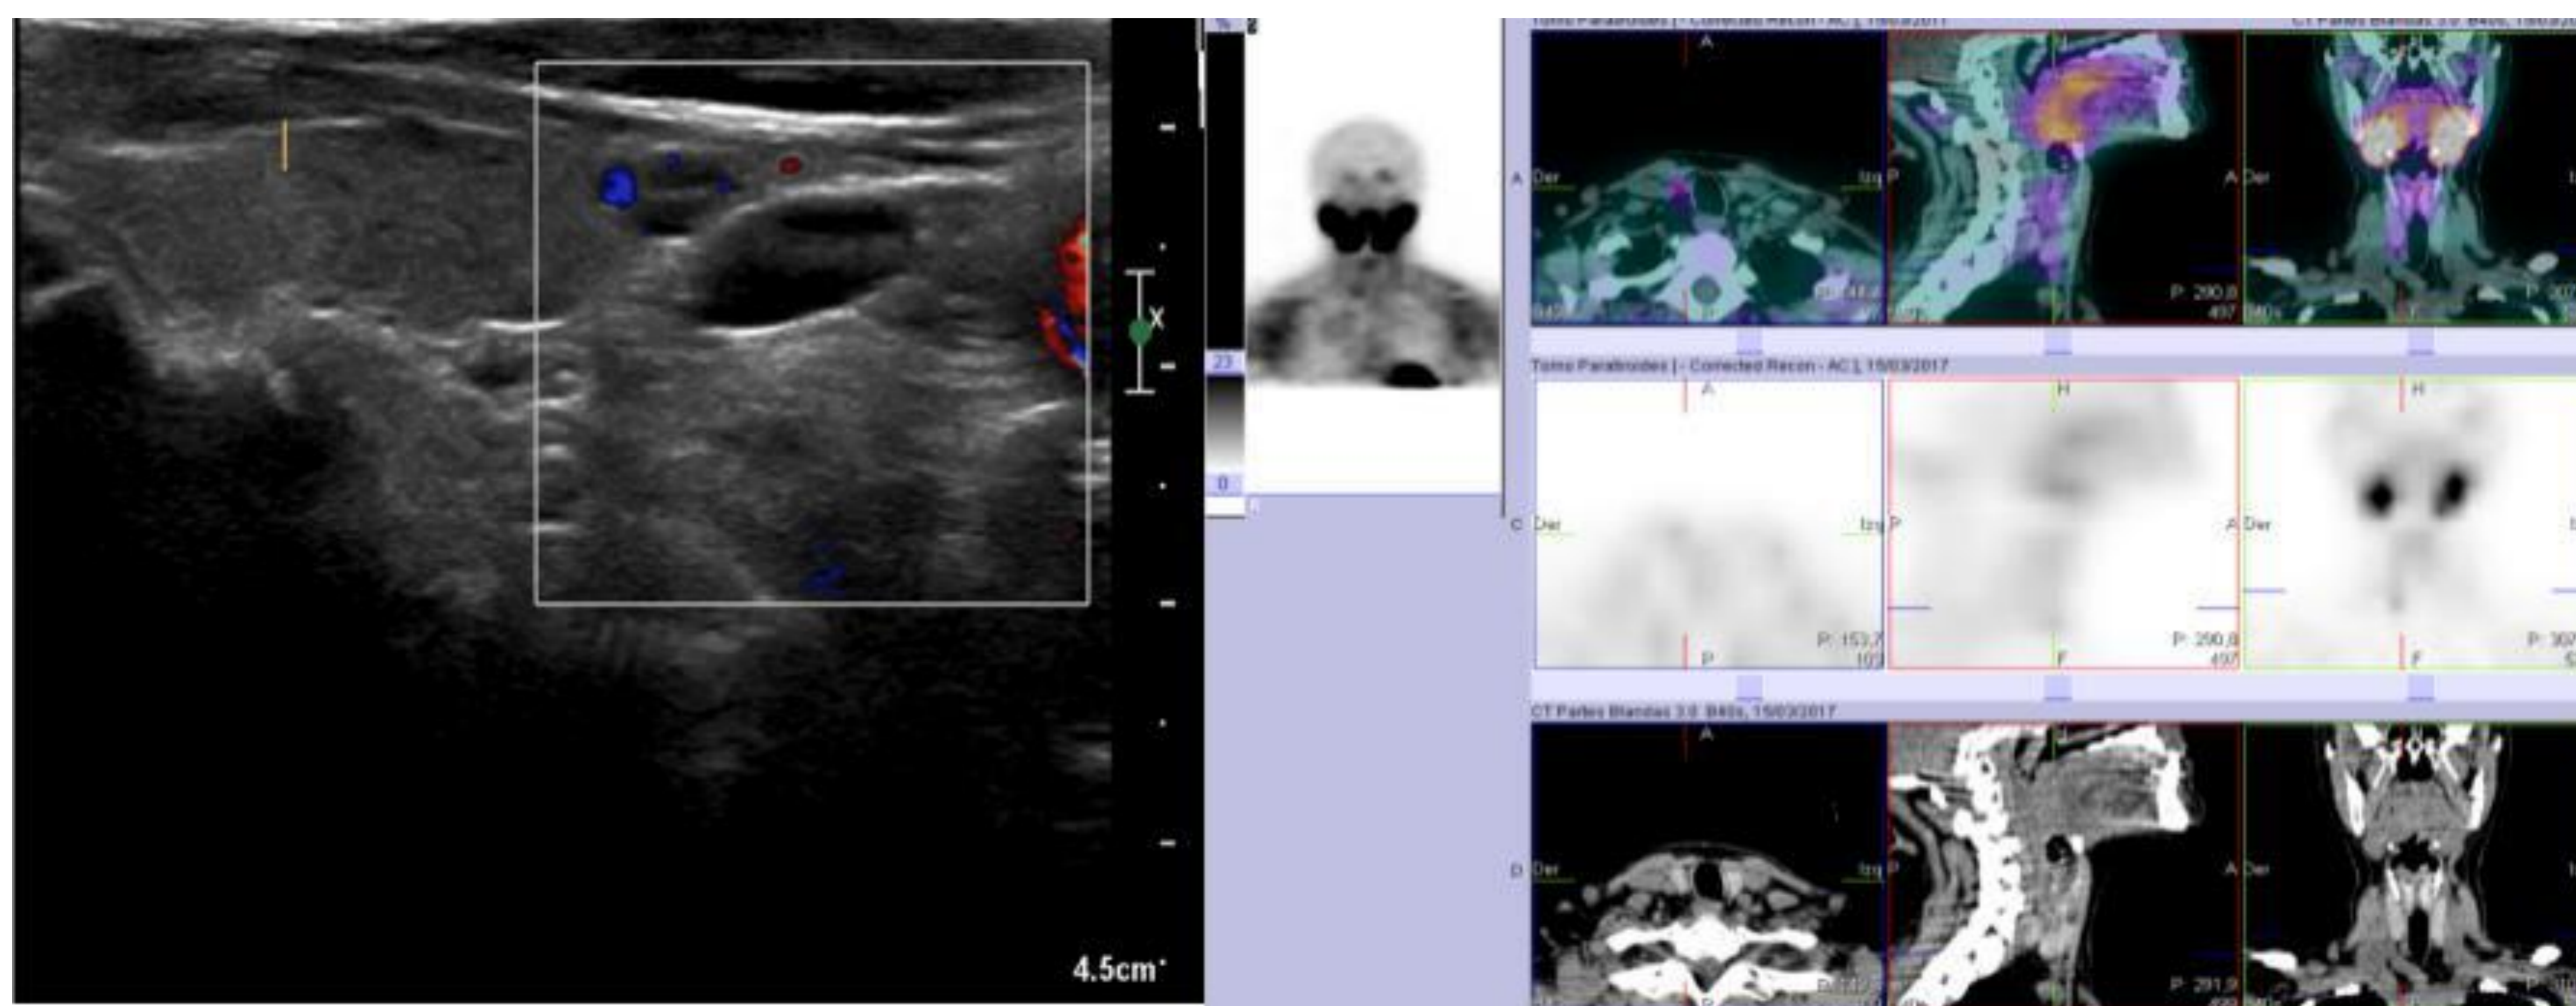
Ecografía con sospecha de adenoma en paratiroides inferior derecha con gammagrafía y SPECT-TC positivos.
